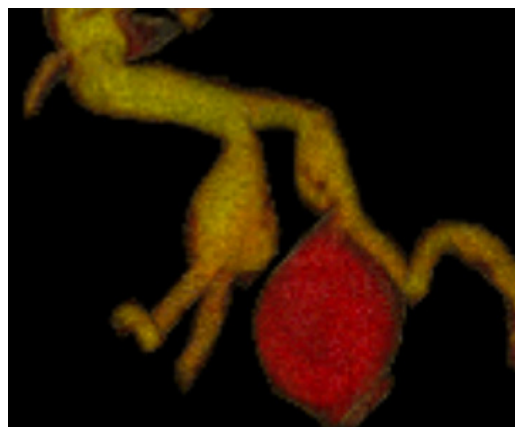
МСКТ-аортография от 13.04.2018 г.:
